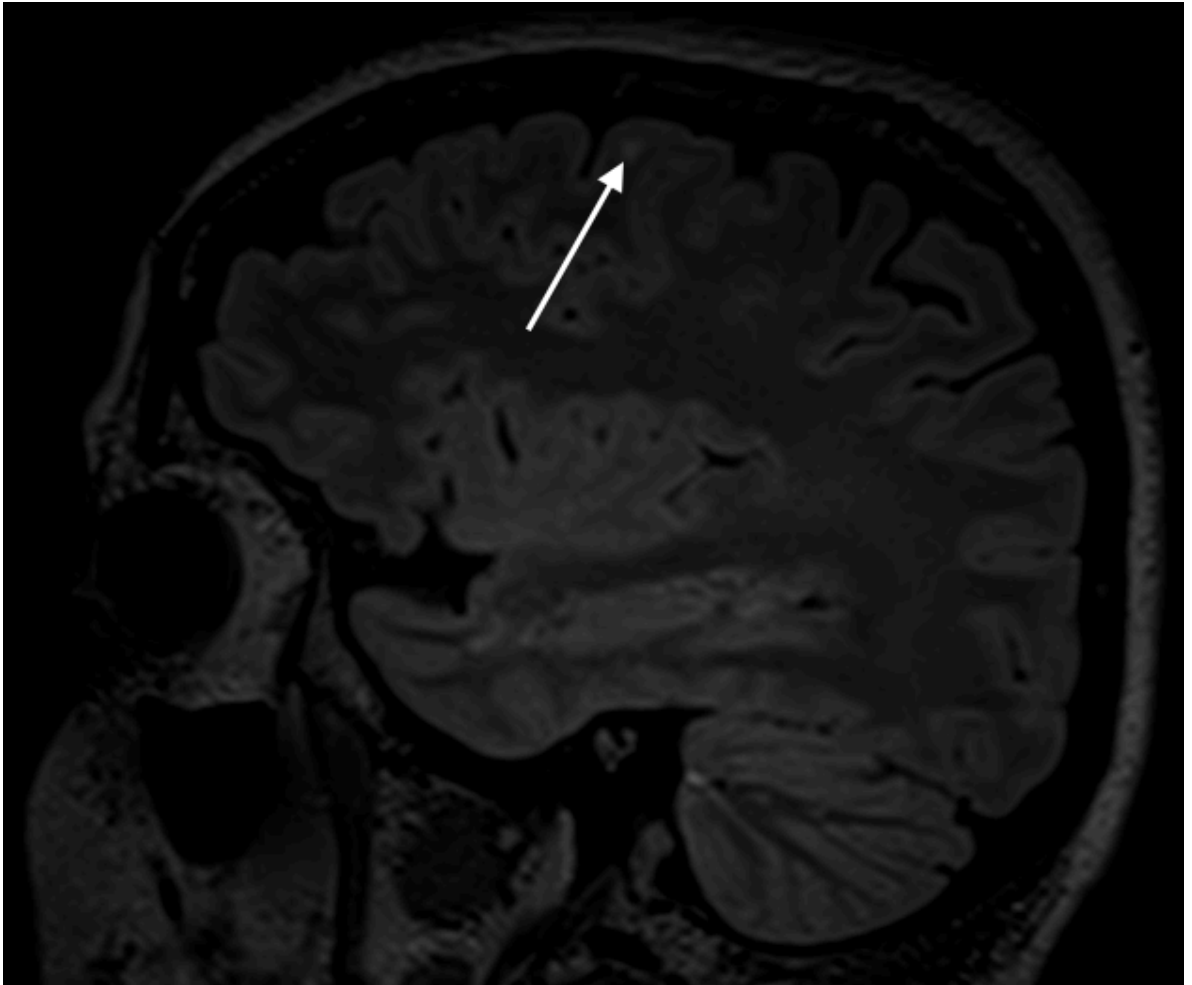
На данном FLAIR-изображении указан один из очагов данной пациентки, расположенный юкстакортикально
